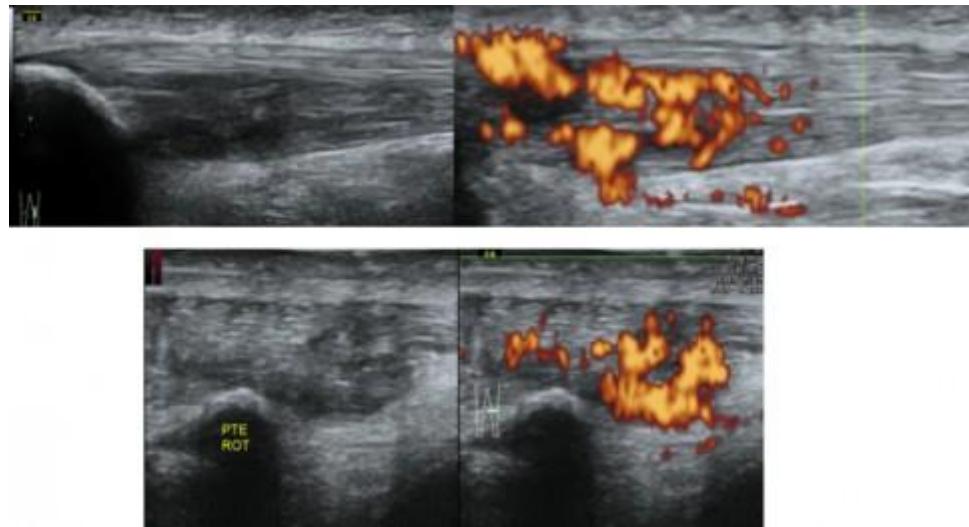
Doppler énergie du tendon rotulien en plan sagittal en haut et axial en bas
